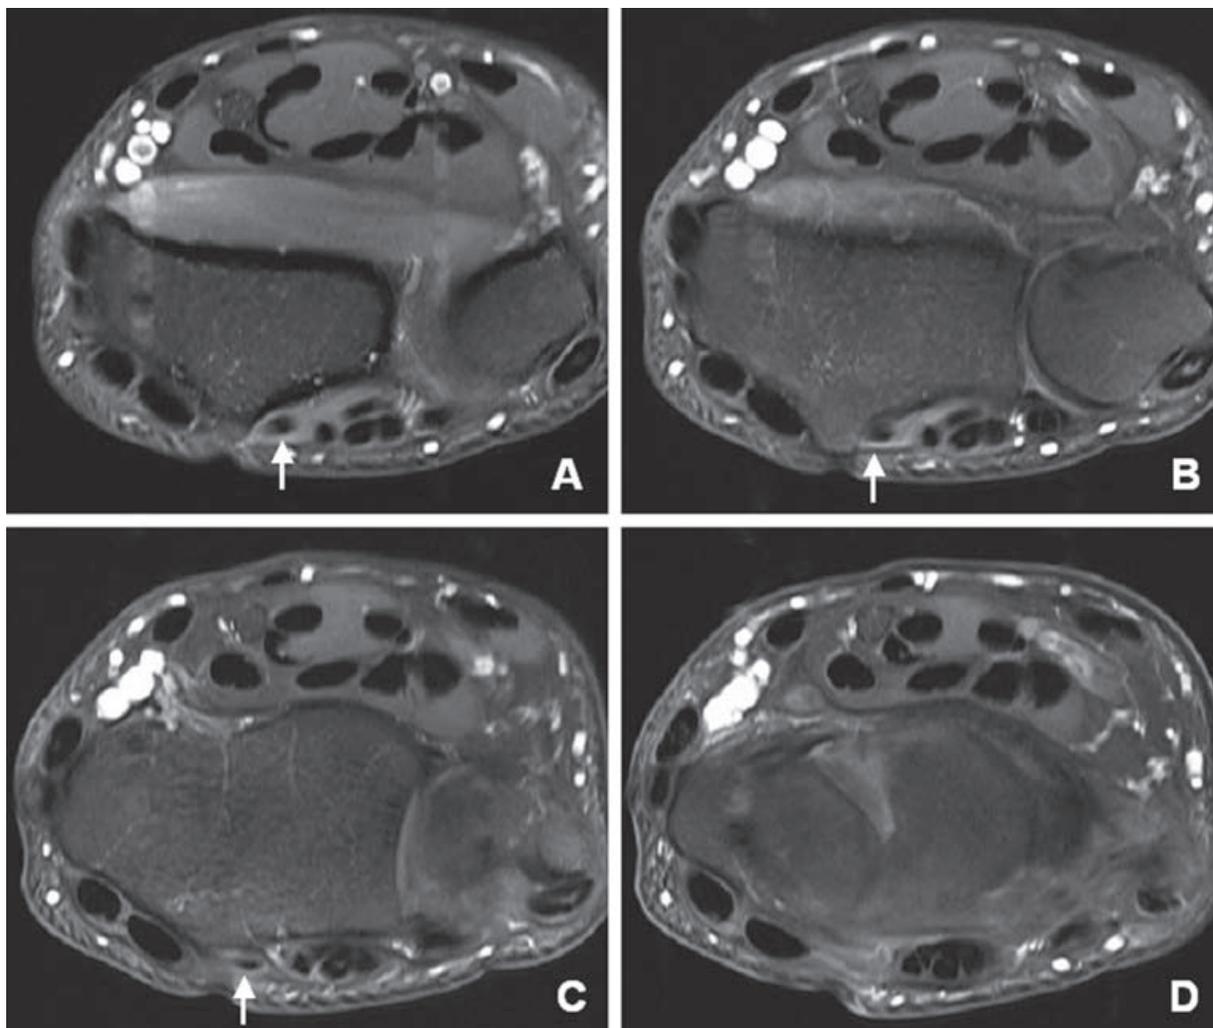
Coupes axiales d'IRM (séquence T1 après injection de gadolinium) montrant le phénomène de l'angle magique sur le tendon du long extenseur du pouce. Le tendon est de petit diamètre mais bien visible dans le 3^e compartiment sur les coupes A, B et C au contact du tubercule de Lister. Son trajet subit une angulation en regard de l'interligne radio-carpien et devient oblique en dehors en croisant les tendons court et long extenseurs radiaux du carpe. Il n'est alors plus visible (coupe D) sur les séquences à TE court.
